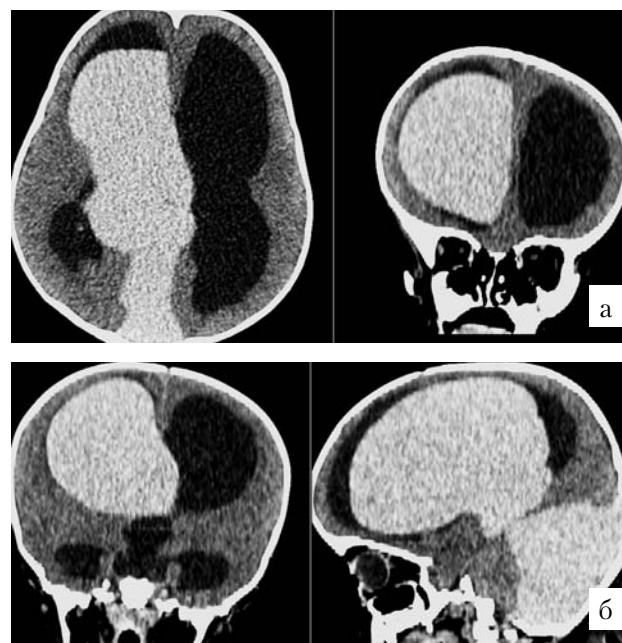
МСКТ-кистография (введение контраста в кисту задней черепной ямки с последующим КТ исследованием). Ребенок 2-х лет с окклюзионной гидроцефалией на фоне мальформации Денди–Уокера (а — аксиальный срез и фронтальная реконструкция; б — фронтальная и сагиттальная реконструкция). Киста задней черепной ямки распространяется супратенториально (в полость правого бокового желудочка)
